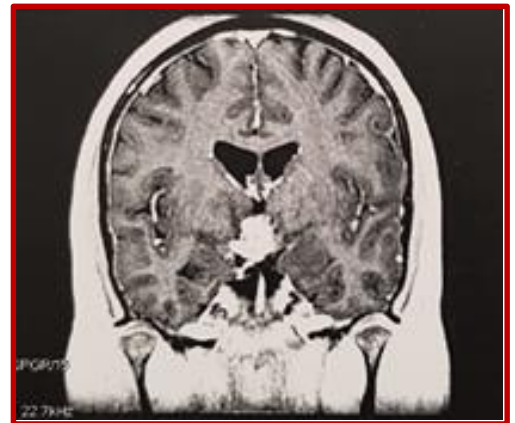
IRM hypothalamo-hypophysaire coupe coronale T1 après injection de gadolinium montrant une masse supra-chiasmatique envahissant l'hypothalamus
